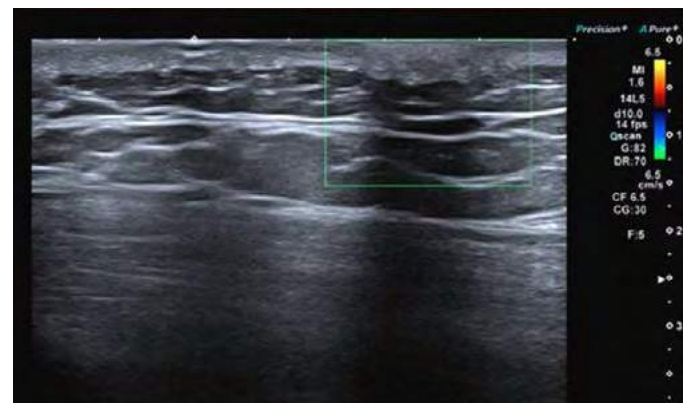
El estudio con el modo doppler no mostró vascularización.
